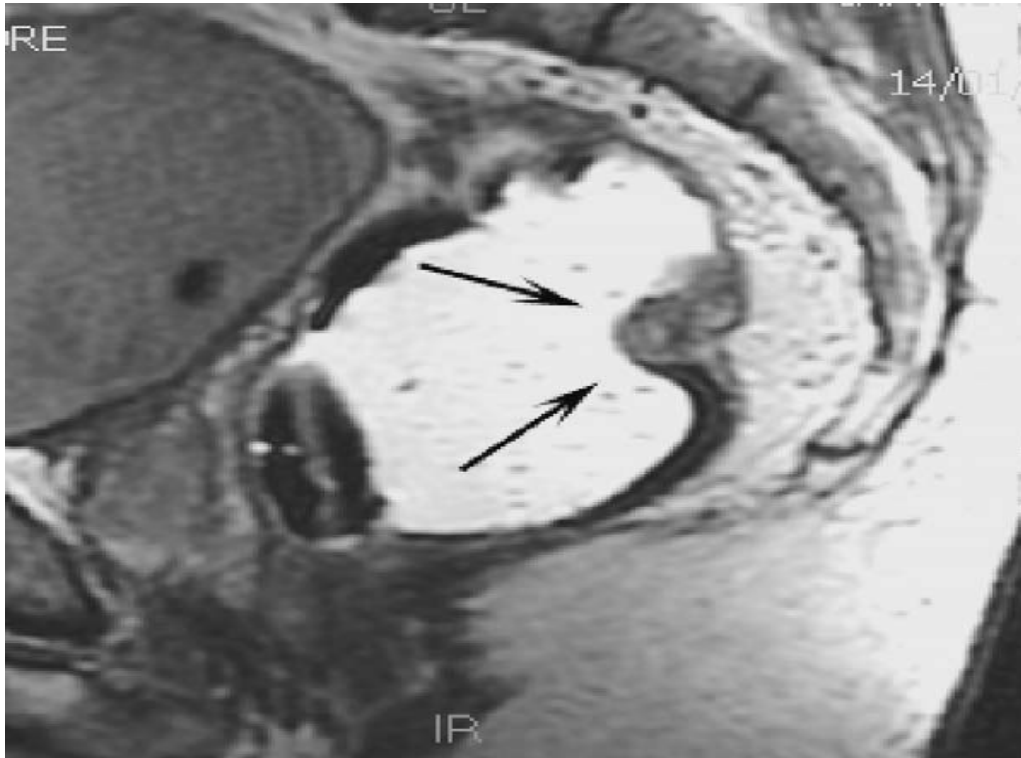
TNE du rectum, bien différenciée (flèche noire). IRM en pondération T2, en coupe sagittale du rectum, après préparation rectale.
